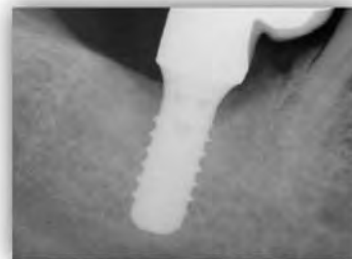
Radiografia a 9 mesi
